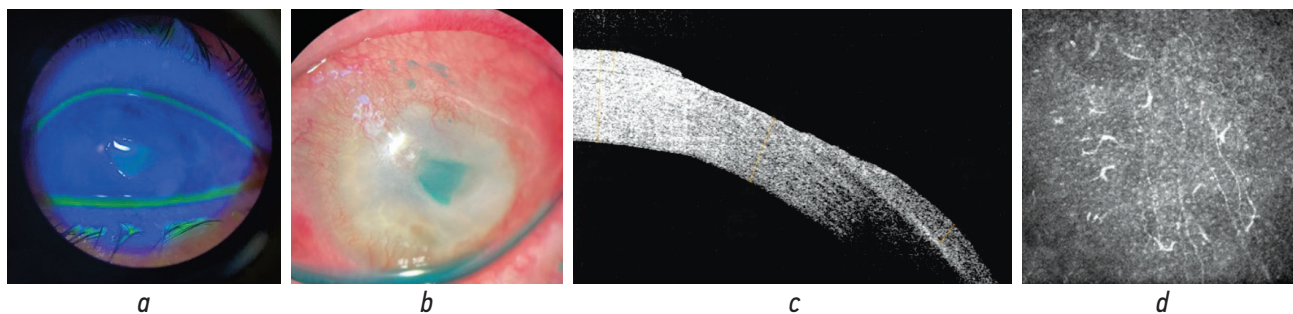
Результаты обследования пациентки Ц. при поступлении: а — фотография переднего отрезка глазного яблока в кобальтовом свете с применением флуоресцеина, б — в жёлтом свете с применением лиссаминового зелёного; с — оптическая когерентная томография роговицы в области эпителиального дефекта; д — конфокальная биомикроскопия роговицы на уровне суббазального нервного сплетения.
